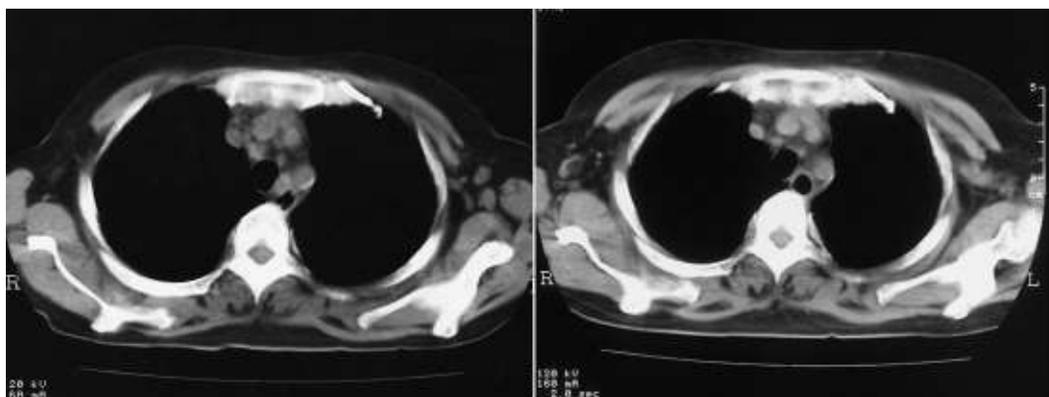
Chest CT before treatment (a) and 1 month after treatment (b)
